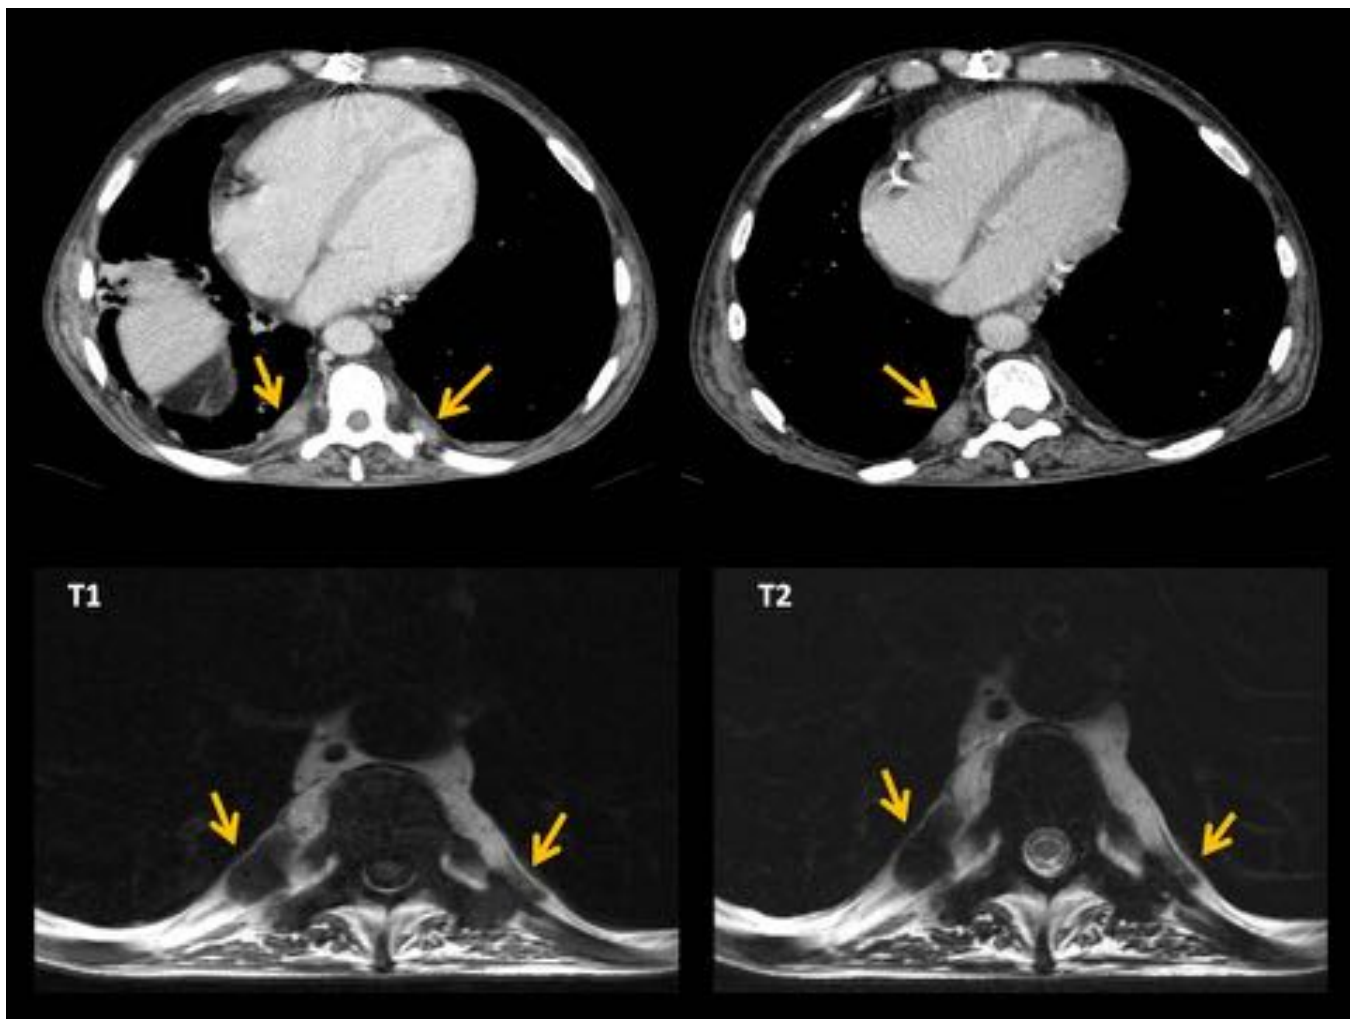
Se observan dos lesiones de partes blandas paravertebrales a nivel torácico (flechas amarillas), bien delimitadas y con realce homogéneo. Se localizaban típicamente en la unión costo-vertebral bilateral. En la RM, los focos de hematopoyesis extramedular activa están muy vascularizados pero aquellos que son más antiguos pueden mostrar importantes depósitos de grasa o bien depósitos de hierro (hipointenso en T1 y T2) debido a las múltiples transfusiones, como se muestra en las imágenes.
